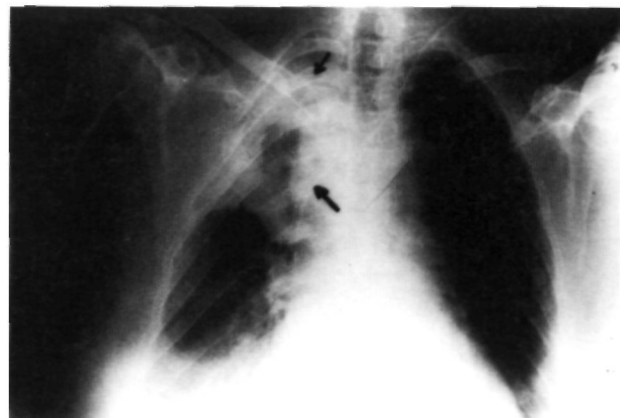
Radiografía que muestra la correcta congruencia del hombro derecho. Velamiento más pronunciado del campo pulmonar derecho y ensanchamiento pleural en el lado derecho.
